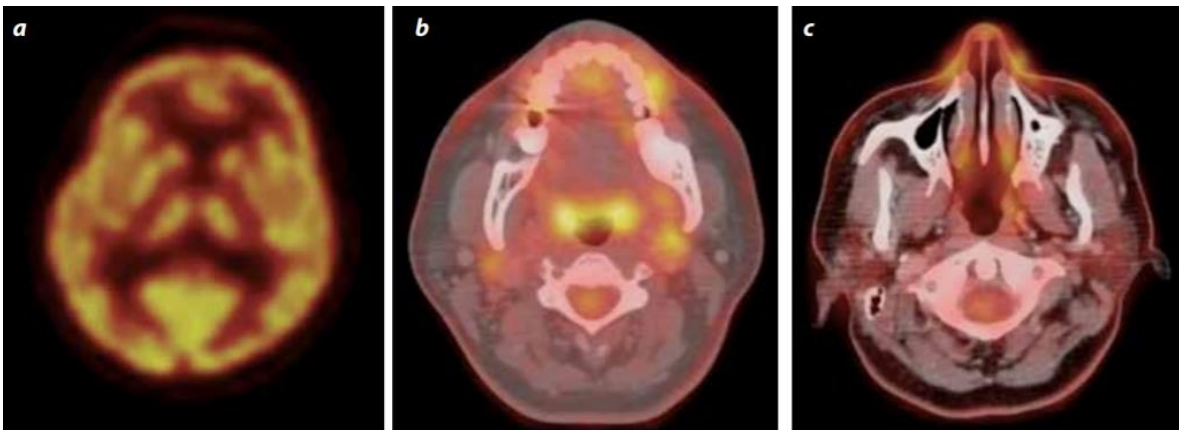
Captación fisiológica del 18 FDG.
